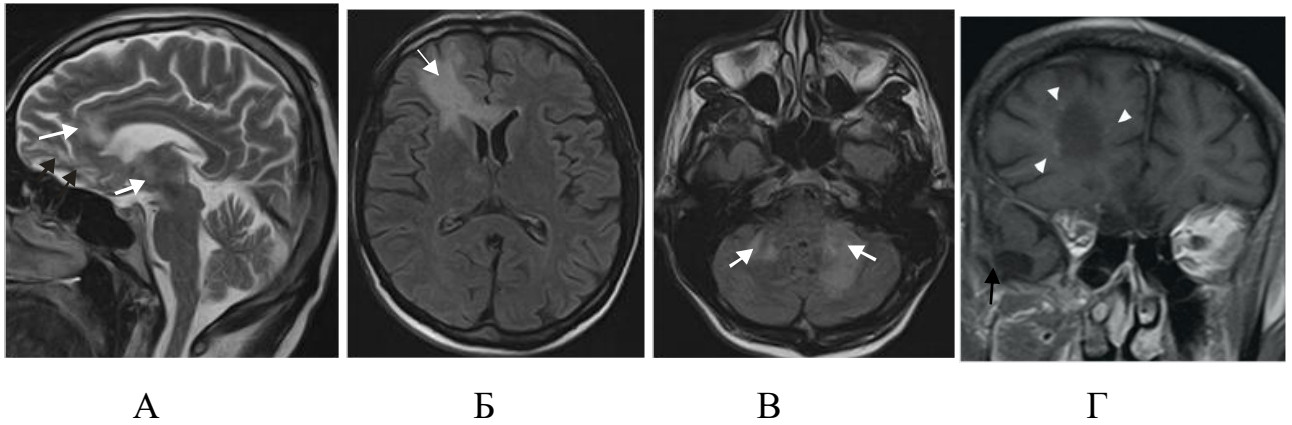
Пациент У., 41 год (И/б 1728). ПМЛ, СВИ. Начало АРТ в январе 2017г. Отмечается ухудшение 18.06.17, когда появилось затруднение речи, нарушение координации движений, свист в правом ухе. 18.06.2017г CD4=69 кл/мкл (6%), ВН=65коп/мл, 13.07.2017 CD4=81 кл/мкл (6%), ВН<50коп/мл. На МРТ от 17.07.2017: А – T2 ВИ, Б, В – FLAIR, Г – T1 ВИ с контрастированием. МР-картина многоочагового сливного поражения головного мозга (белые стрелки), соответствующая ПМЛ. Отмечается точечное накопление контрастного вещества по типу периваскулярного контрастирования по краю поражения в правой лобной доле (головки стрелок). МР картина зон кистозно-глиозных изменений в базальных отделах обеих лобных долей, в правой височной доле — наиболее вероятно, посттравматические и послеоперационные изменения
